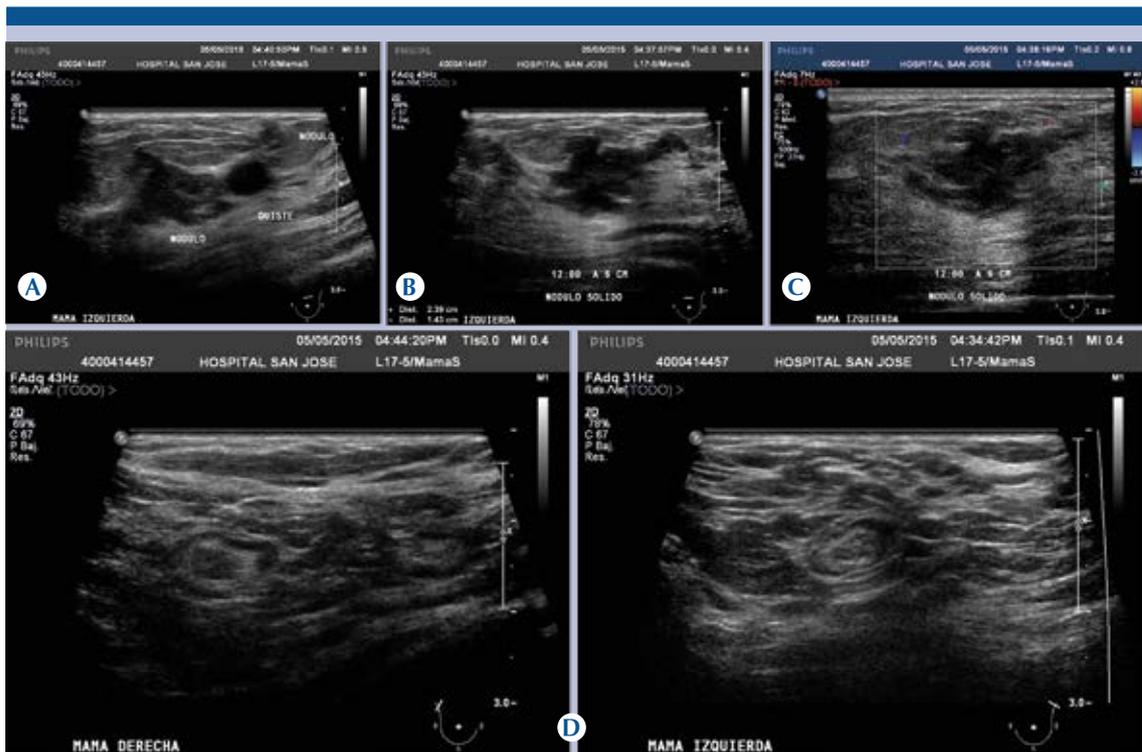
Ultrasonido. A) Quiste simple palpable que corresponde con el nódulo circunscrito visto por mastografía. B) Tumor irregular de orientación paralela con ecogenicidad heterogénea y con reforzamiento acústico posterior, de márgenes microlobulados y angulados, mide 2.3 cm. C) Doppler color: discreta vascularidad periférica. D) Ganglios axilares normales.
